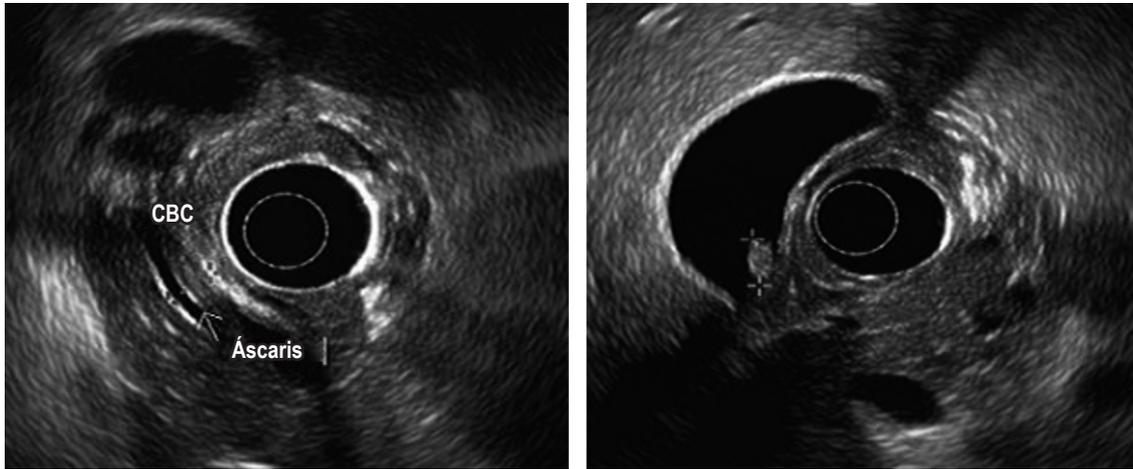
Ultrasonografía endoscópica biliopancreática: coledocistitis, vía biliar con *Ascaris lumbricoides* en su interior. CBC: conducto biliar común. Fuente: archivo de los autores.
